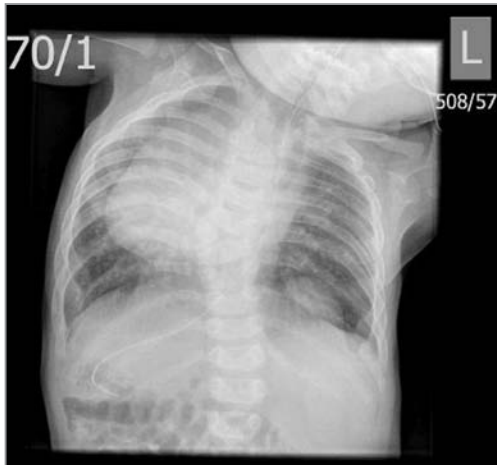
Рентгенограмма органов грудной клетки ребенка при поступлении в отделение интенсивной терапии
